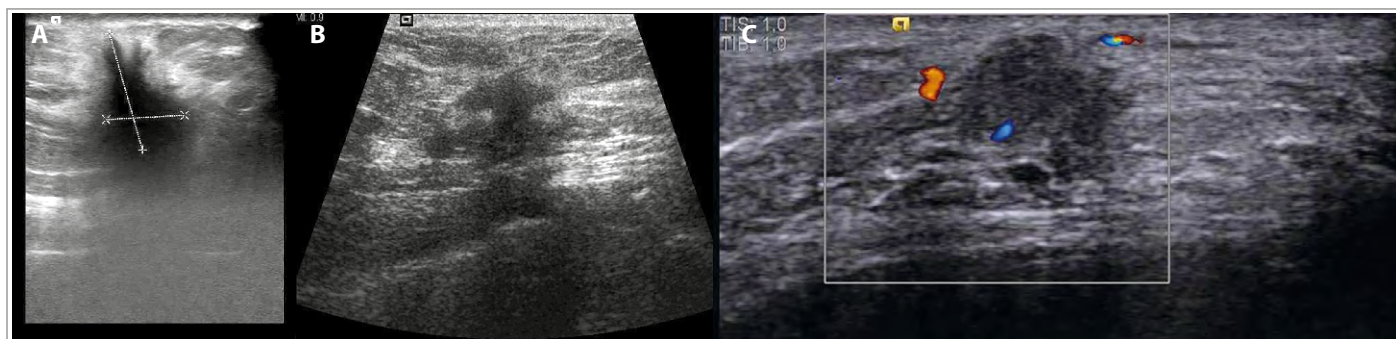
Hallazgos en la ecografía mamaria sugerentes de malignidad. Arriba a la izquierda se ve la mayor altura que ancho, característico de los quistes complejos. Arriba a la derecha se visualiza un nódulo de bordes mal caracterizados, no ovalados y con sombra acústica posterior. En la imagen de abajo se observa vascularización al Doppler color (por Nevil Ditmen licencia bajo CC BY-SA 3.0).
